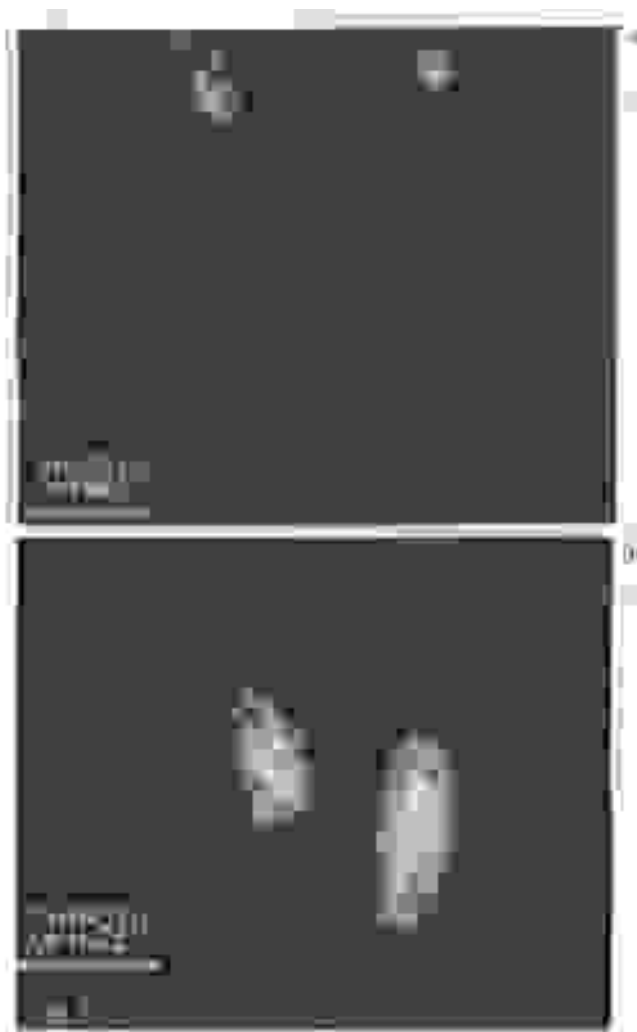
Assenza quasi completa della captazione tiroidea (ben visibili le ghiandole salivari sottomandibolari) in tiroidite di De Quervain con quadro clinico-ormonale di ipertiroidismo (a). Nel controllo scintigrafico eseguito 3 mesi dopo si osserva il ripristino della captazione con una residua area “fredda” al polo caudale del lobo destro (b) ($^{99m}\text{TcO}_4^-$).
